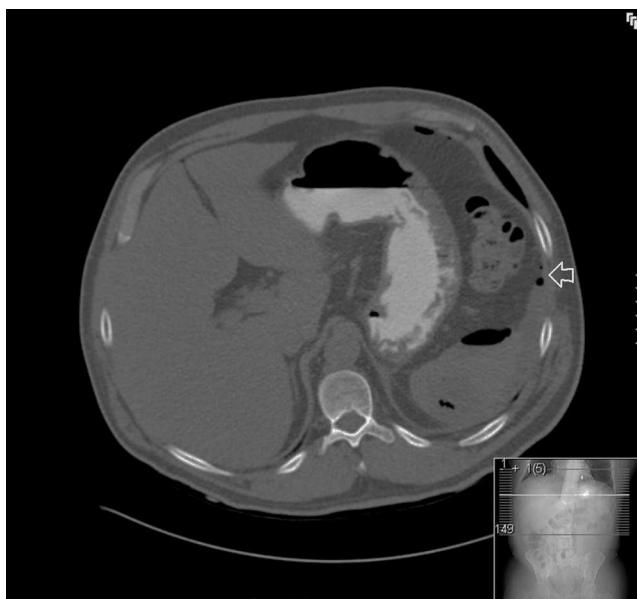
Imagen de tomografía computada, corte axial, en la que se observan burbujas periesplénicas (flecha) y líquido libre en gotera paracólica izquierda.
